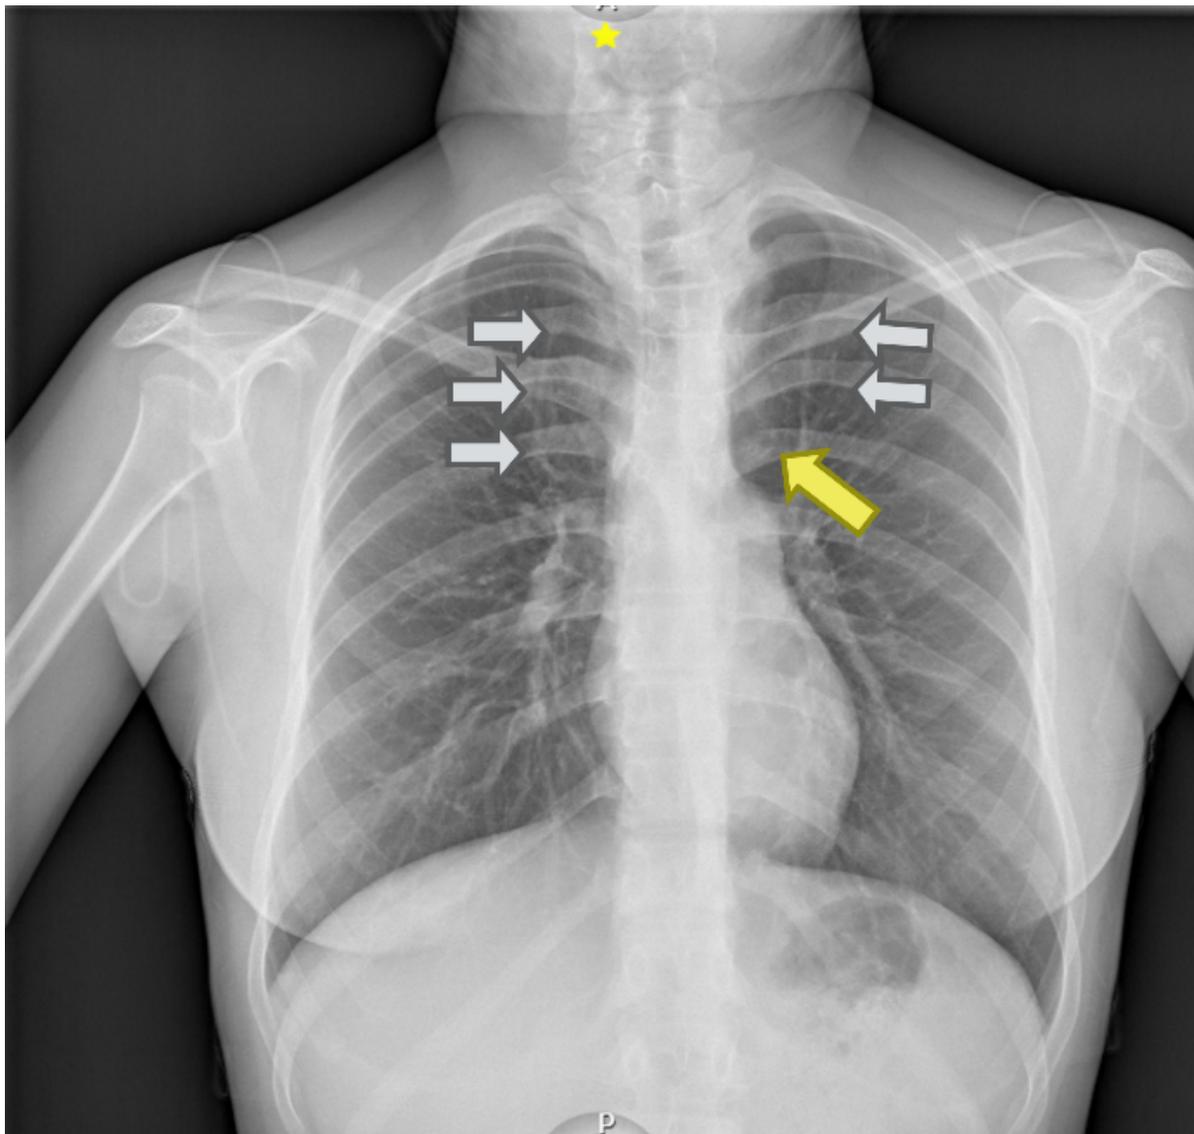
Radiografía de tórax PA donde se observan muescas en los arcos costales (Flechas blancas) y Signo del 3 (Flecha amarilla)
